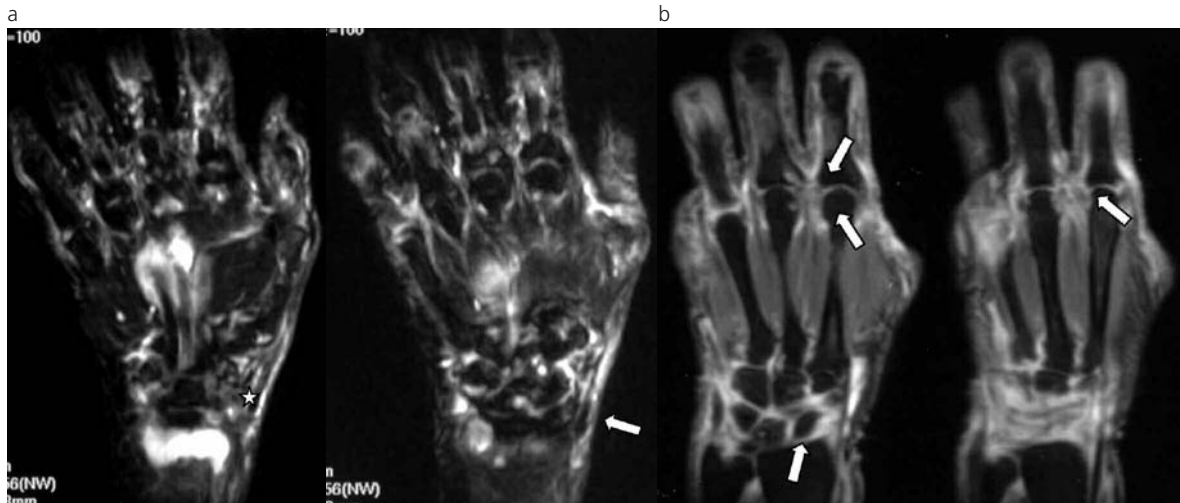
Paciente de sexo femenino de 69 años de edad con AR de reciente comienzo. RM de mano derecha estudiada en plano coronal con secuencias ponderadas en T2 con supresión grasa (a) y T1 con supresión grasa post gadolinio (b). Signos de edema óseo a nivel de los huesos del carpo: trapezoide (estrella) y semilunar (flecha en a). Erosiones óseas en hueso semilunar a nivel del área desnuda de la cabeza del tercer metacarpiano y epífisis proximal de la falange de dicho dedo (flechas en b).
